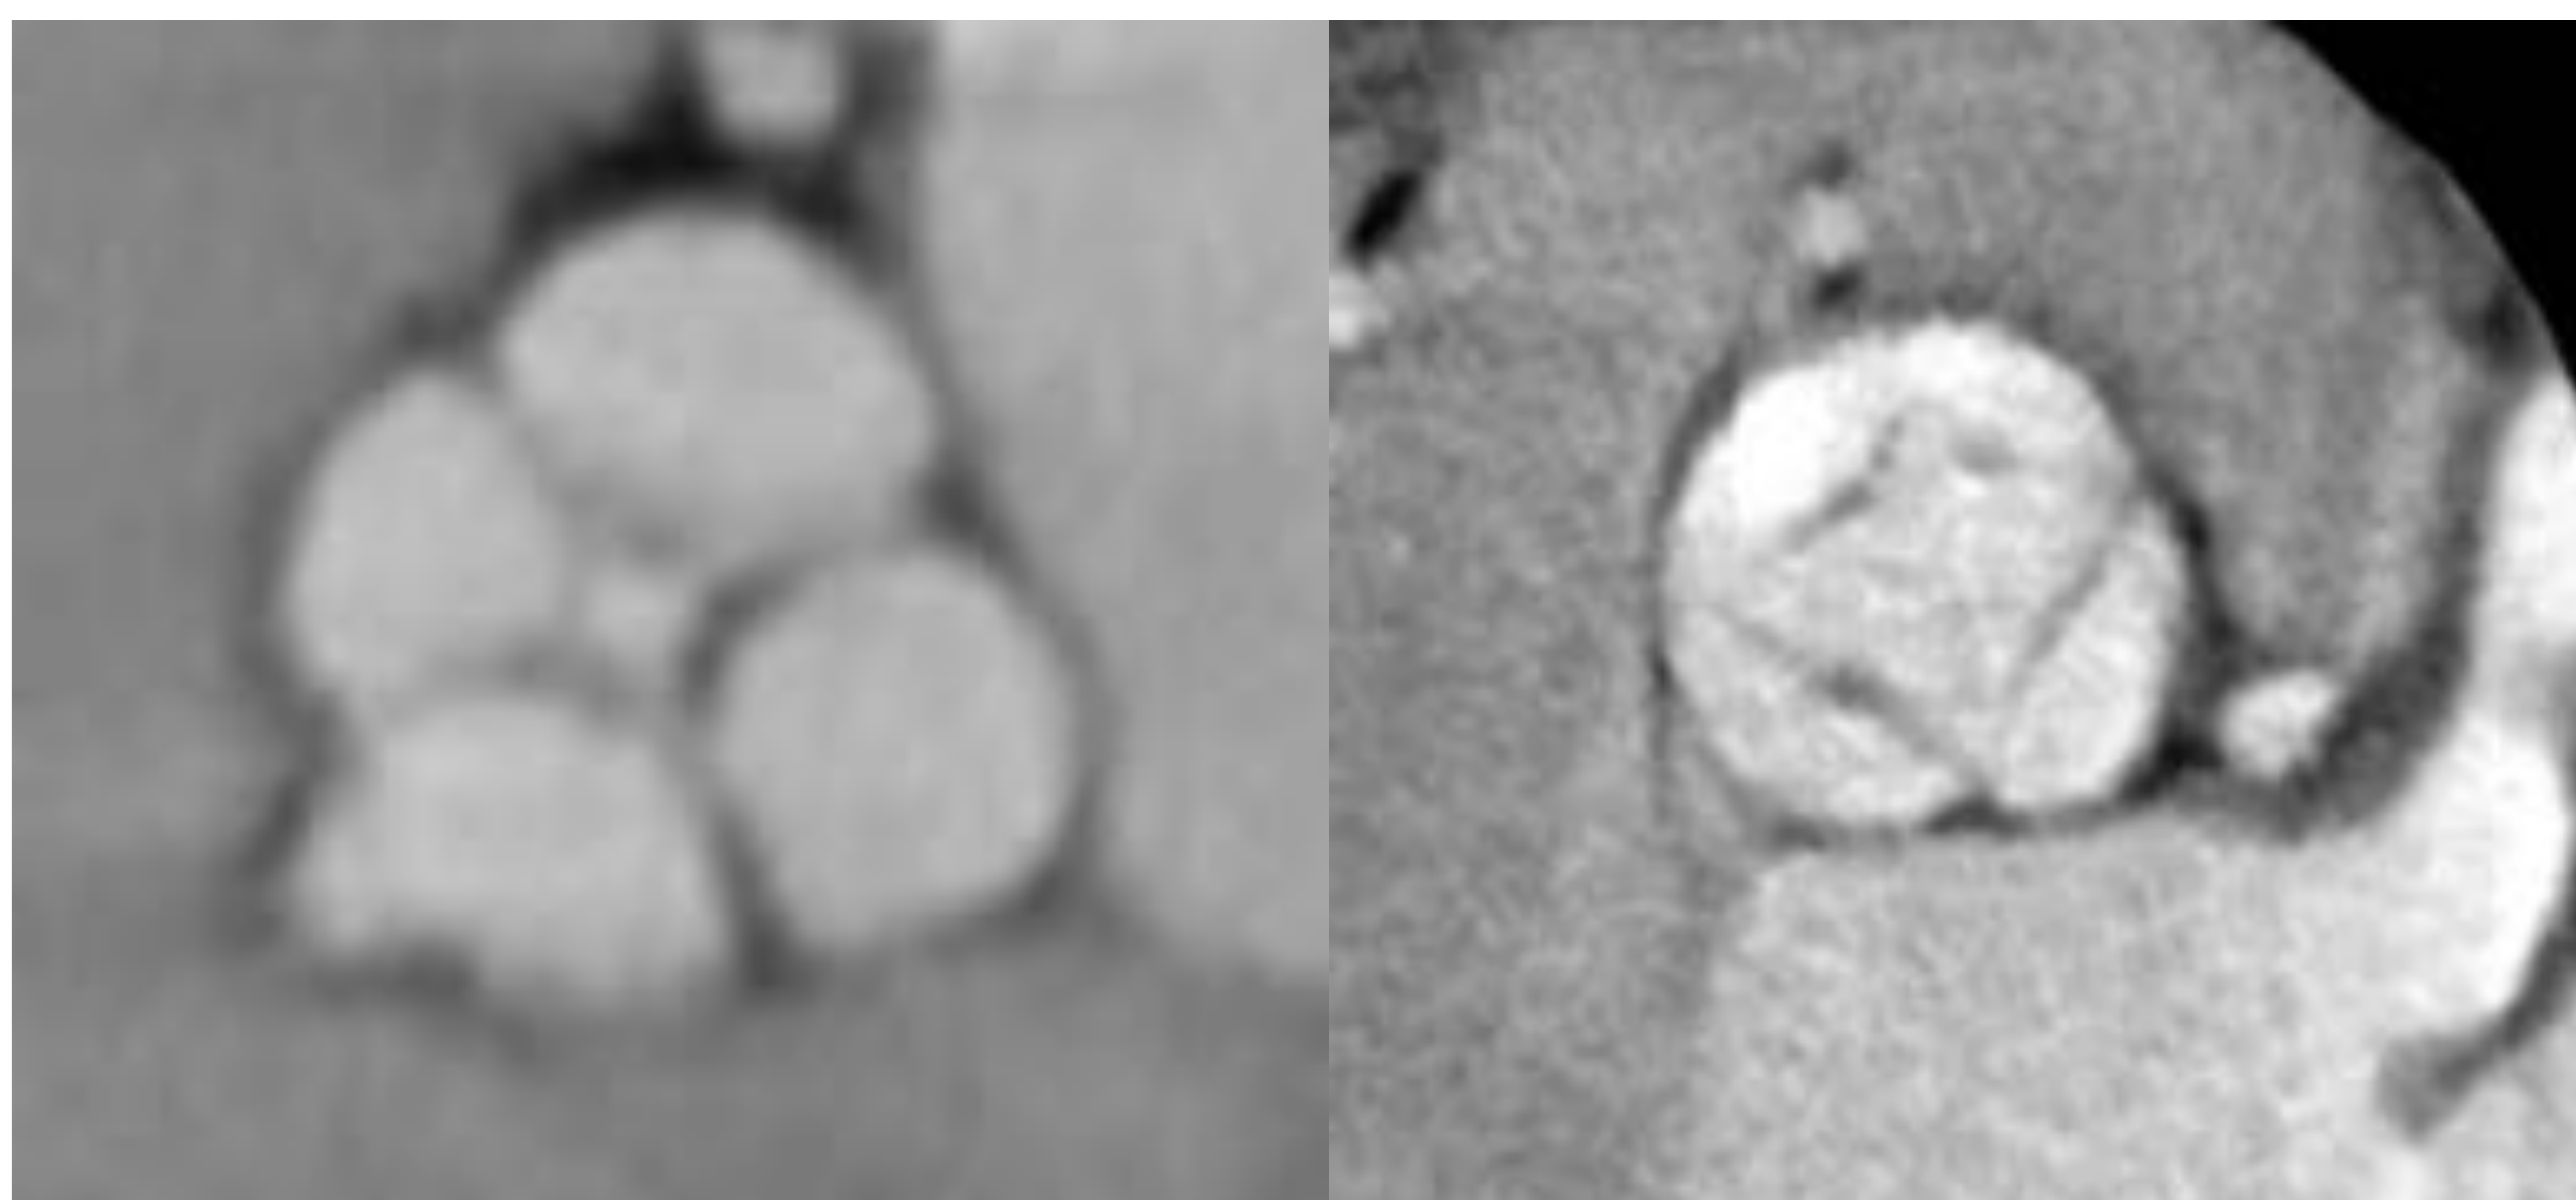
Válvula aórtica quadricúspide. Corte transversal de TC a través del plano de la válvula aórtica a. Fase diastólica. Muestra una válvula aórtica cerrada con cuatro cúspides b. Fase sistólica. Muestra la válvula aórtica abierta.
